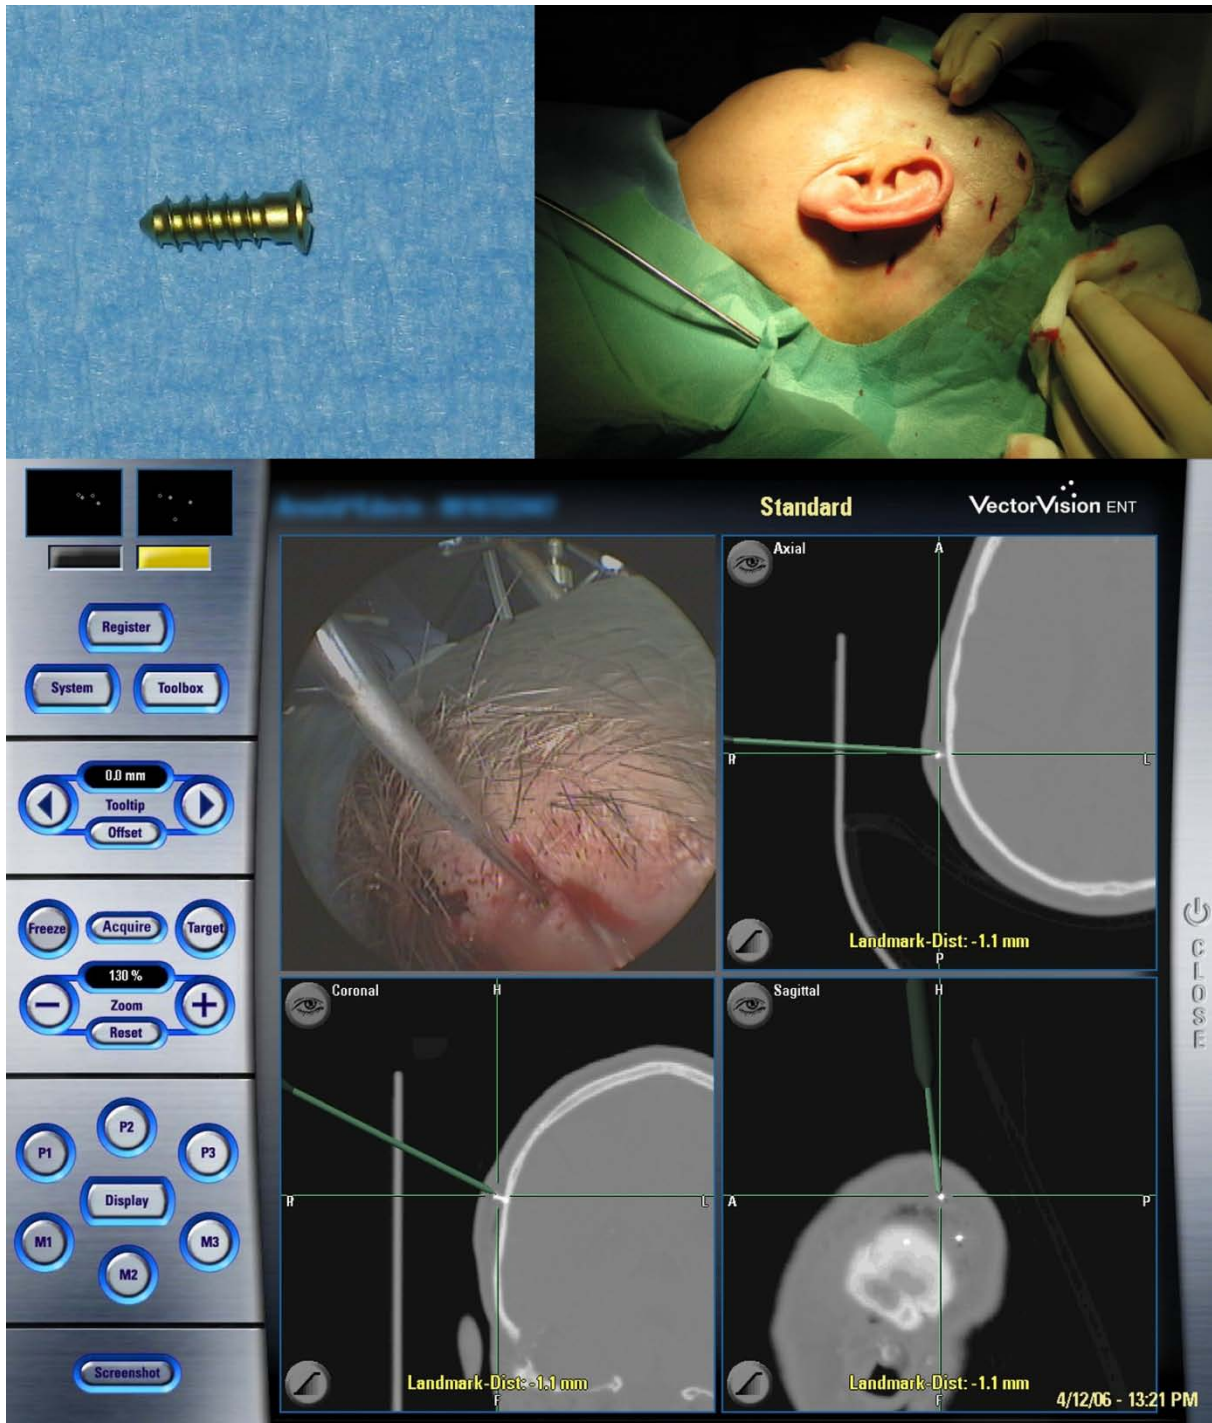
Pin-Registrierung für Eingriffe am Ohr. Die Titanschrauben (oben links) werden präoperativ in Lokalanästhesie (oben rechts) in die Schädelkalotte rings um das Ohr eingebracht. Intraoperativ werden diese Schrauben auf dem CT erkannt und dienen als eindeutige Bezugspunkte, die mit dem Pointer angefahren werden können (Screenshot unten). Nach Referenzierung dienen die Marker als Landmarken, die die Abweichung anzeigen und ggf. auf die Notwendigkeit einer Neureferenzierung hinweisen (z.B bei Abweichungen >1mm).
